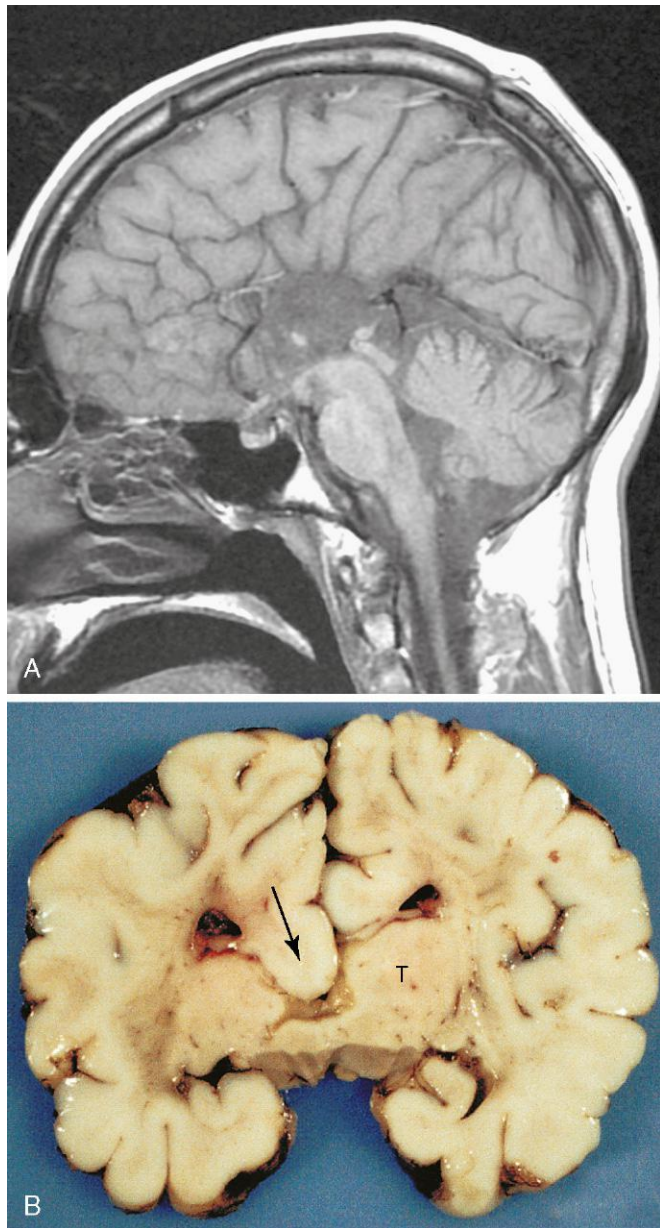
A, Imagen sagital de una resonancia magnética obtenida del cerebro de un hombre de 22 años de edad asintomático. Se observa la ausencia completa del cuerpo calloso. B, Corte coronal en el cerebro de un niño en el que se muestra la agenesia del cuerpo calloso, que debería atravesar normalmente la línea media para poner en conexión los dos hemisferios cerebrales. Se puede observar el tálamo (T) y el desplazamiento en dirección inferior de la corteza del cíngulo hacia los ventrículos lateral y tercero (flecha). (A, Por cortesía del doctor Gerald S. Smyser, Altru Health System, Grand Forks, North Dakota. B, Por cortesía del doctor Marc R. Del Bigio, Department of Pathology [Neuropathology], University of Manitoba, Winnipeg, Manitoba, Canadá.)
